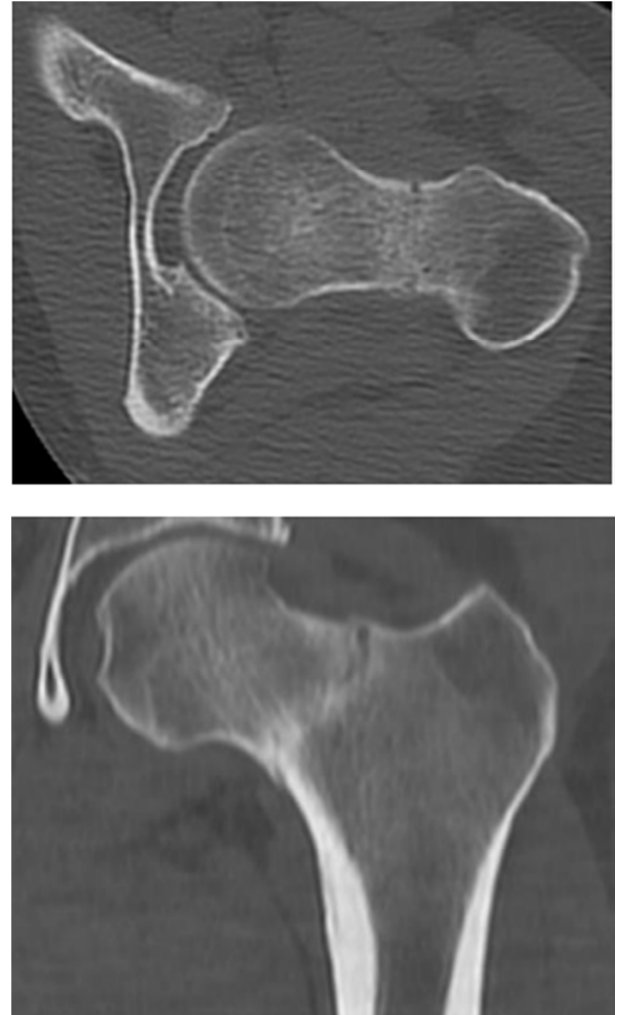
cortes de imágenes de TAC de la paciente. Fractura intracapsular transcervical del cuello femoral izquierdo no desplazada ni angulada con una separación máxima de 2 mm en su vertiente superior. Se identifican finos puentes óseos y una tenue banda esclerosa alrededor de todo el trazo de fractura que sugiere cronicidad, pudiendo corresponder los hallazgos con una fractura de estrés. No se identifica reacción perióstica ni otras alteraciones densitométricas óseas que sugieran malignidad. No aumento de partes blandas ni colecciones adyacentes.
